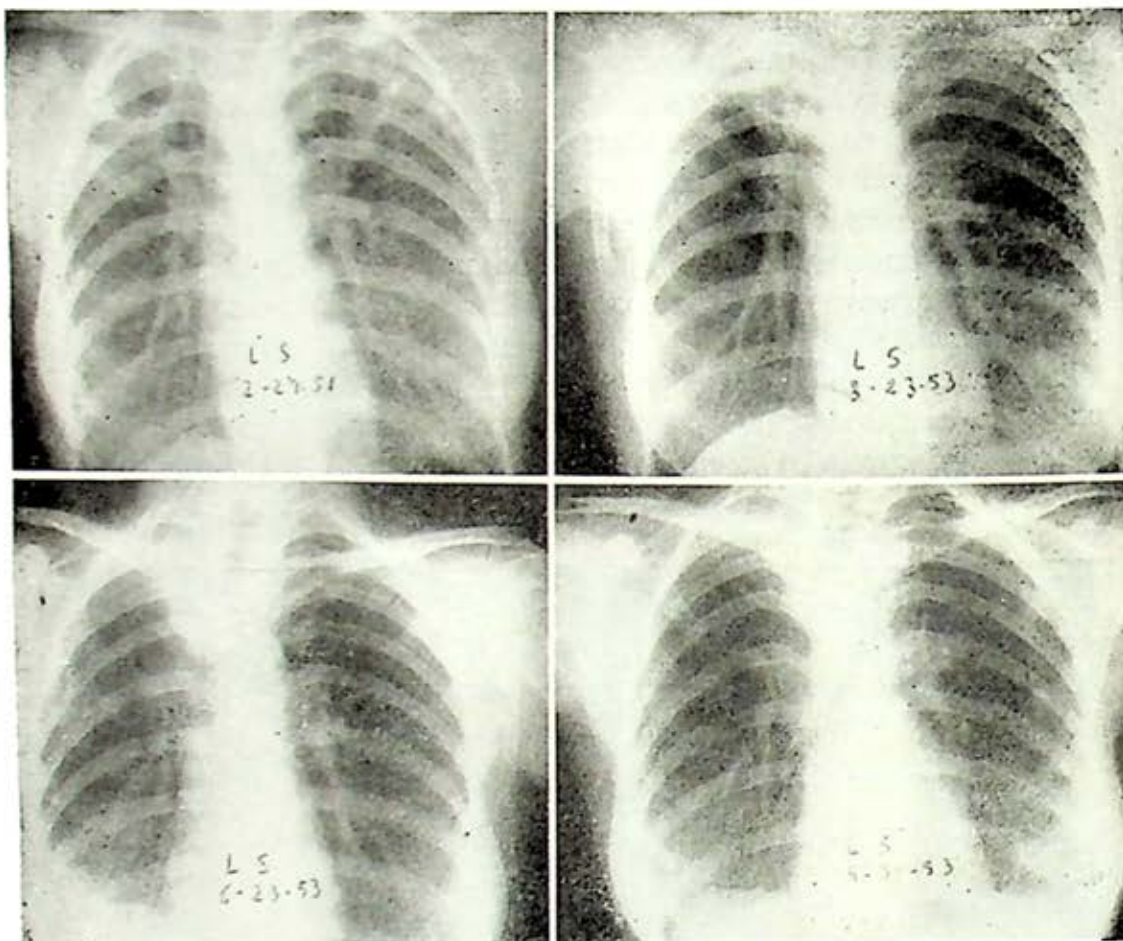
a y b radiografía de admisión y postratamiento; c radiografía posttoracoplastia derecha (cinco costillas); d roentgenograma después de la toracoplastia izquierda (6 costillas). Obsérvese la presencia de neumoperitoneo
